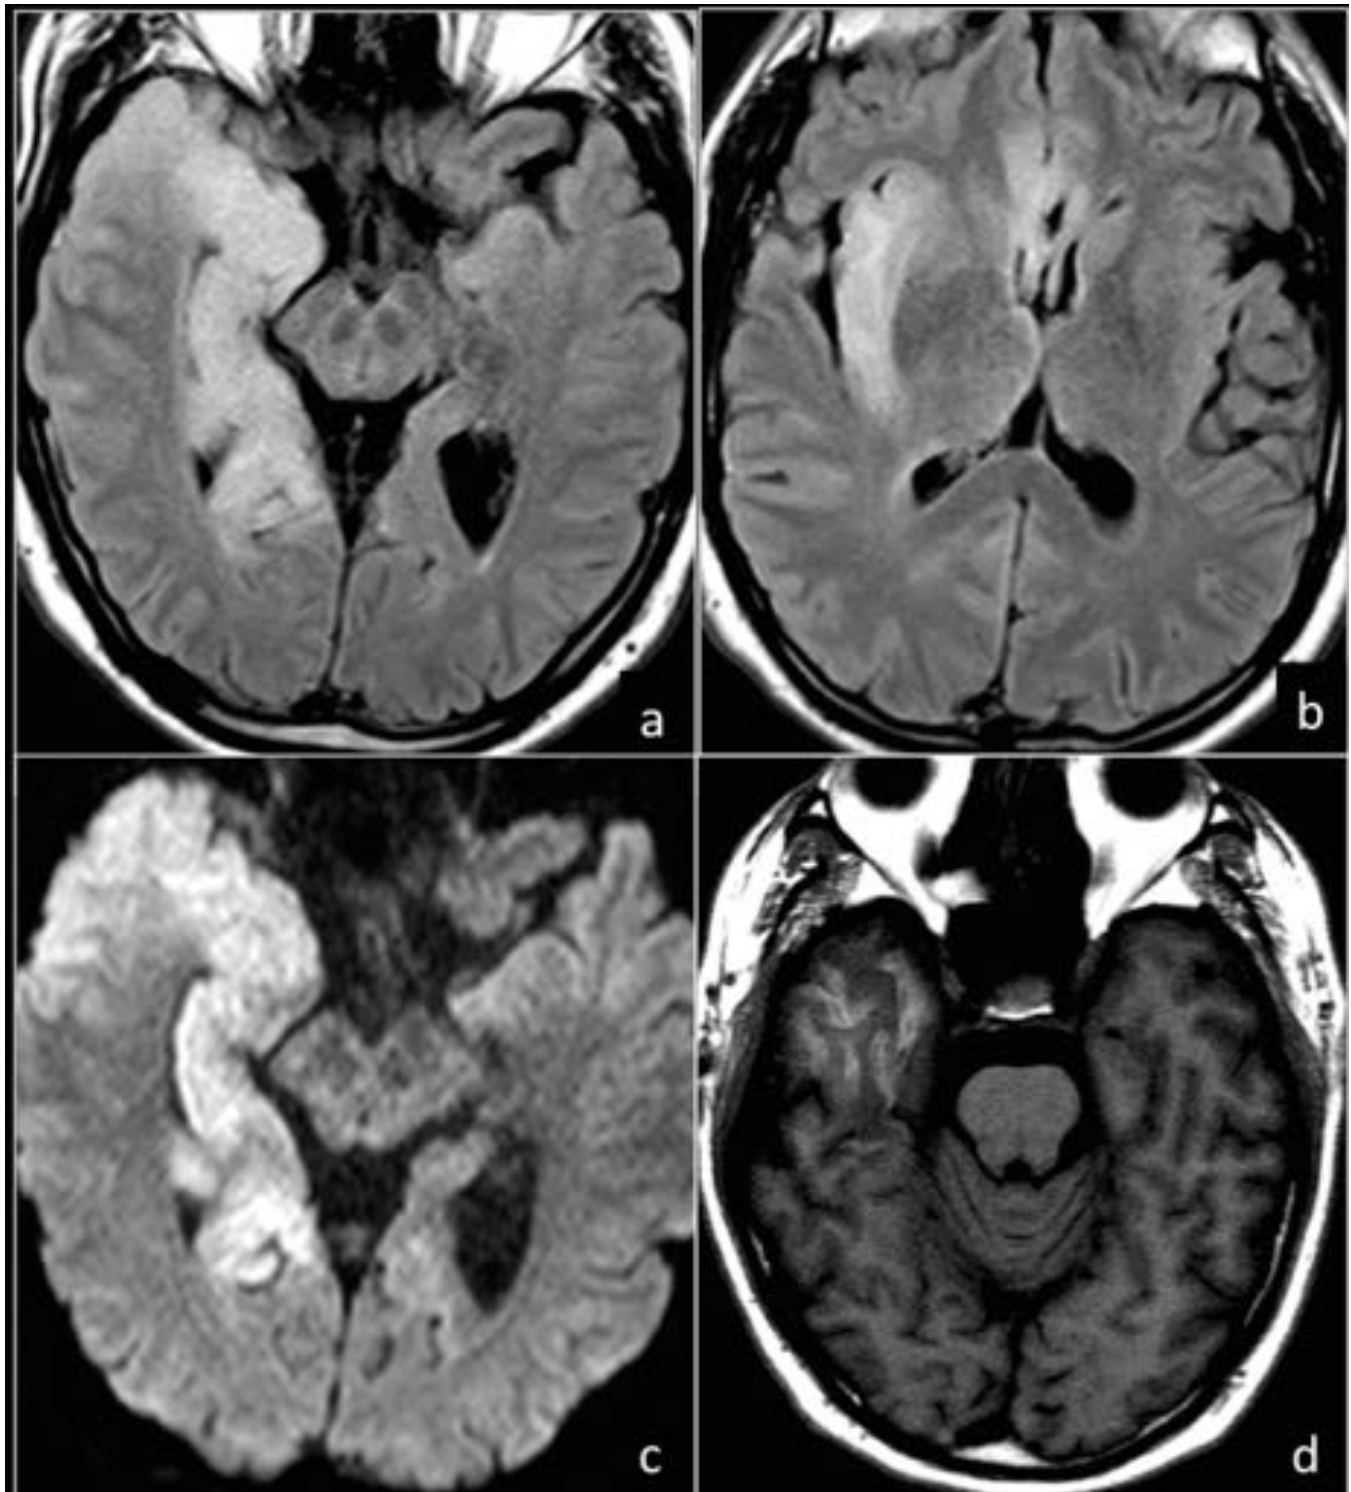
Varón con cuadro confusional, bradipsiquia y fiebre. PCR positiva para VHS-1. Se aprecia engrosamiento de surcos corticales temporales derechos, con aumento de señal en FLAIR (a y b) en amígdala, hipocampo, tálamo posterior y cíngulo, con discreto efecto masa sobre sistema ventricular. Las lesiones muestran disminución de la difusión (c). En la RM de control se visualizan áreas de hiperseñal giriforme en T1 localizadas en lóbulo temporal derecho compatibles con sangrado (d).
